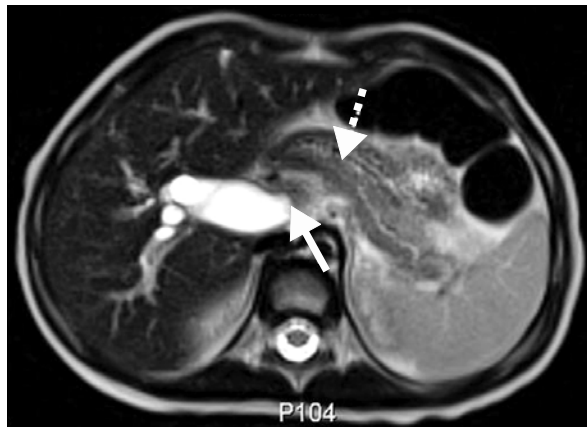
Magnetic resonance cholangiopancreatography was performed 28 days after admission showing a distended gallbladder, dilated biliary trees, and pancreatic duct (dotted arrow) and low signal lesion suggestive of a biliary stone in the distal common bile duct (solid arrow) and biliary sludge in the gallbladder.
